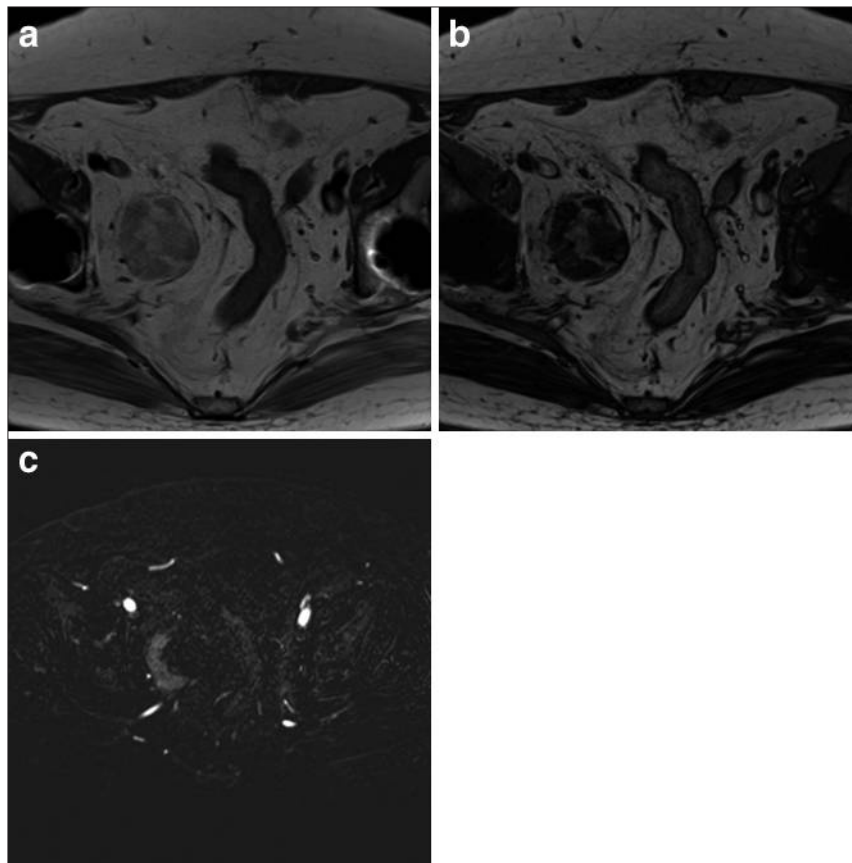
T1 and T2-weighted MRI showed a 45×41 mm fat-containing heterogeneous mass located in the right lateral pelvic space (a, b). Diffusion-weighted MRI showed a low apparent diffusion coefficient in part of the main tumor (c). There was no evidence of invasion of surrounding tissues.
